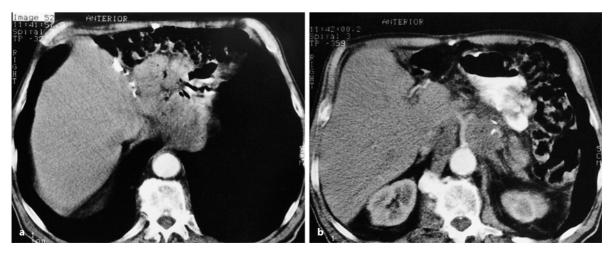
a, b. Rezidivtumor nach Gastrektomie in der CT. a Stenosierendes lokoregionäres Rezidiv an der Anastomose. b Ausgeprägte maligne Lymphadenopathie in der Umgebung des Truncus coeliacus
